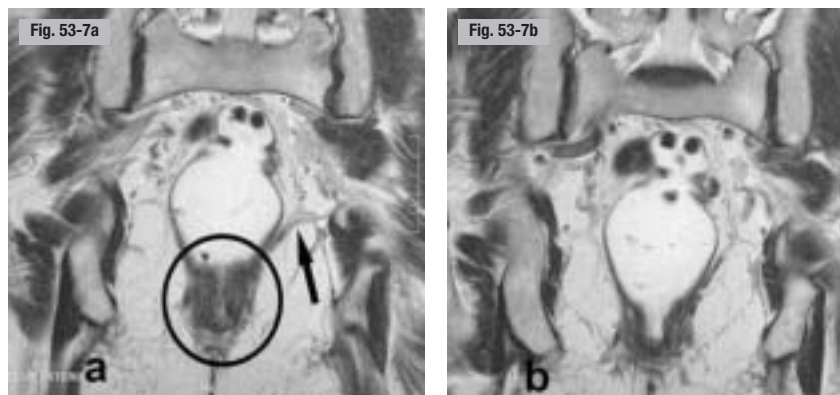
IRM pelvienne statique, plan frontal. a) Au repos. b) En poussée. Canal anal (cercle noir), muscles iliopectiniens droits (flèche).
